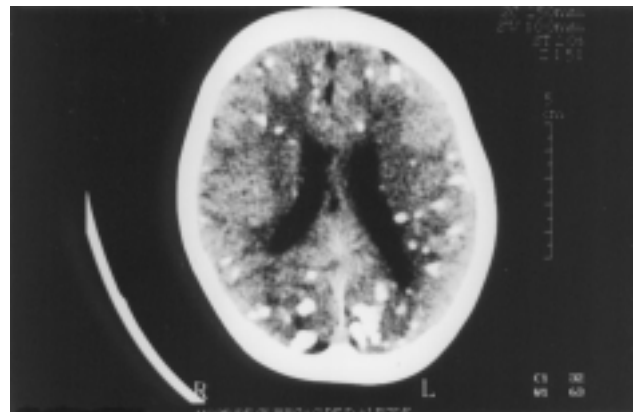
Tomografia cerebral sem contraste do paciente 16, evidenciando múltiplas calcificações cerebrais e dilatação da cissura de Sylvius
